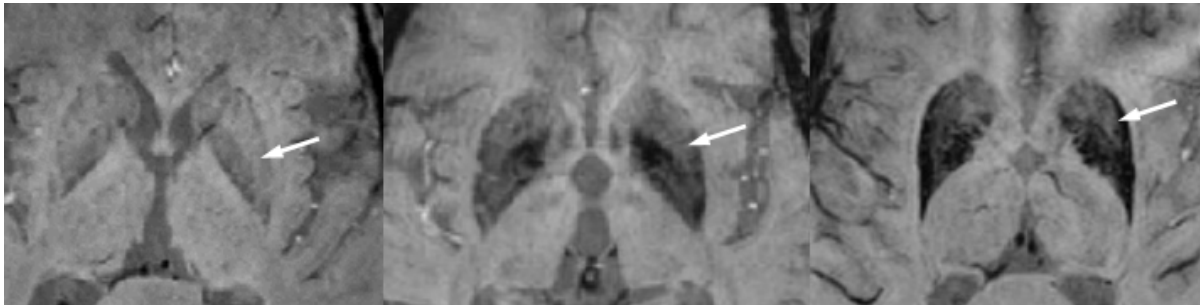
Séquence R2* acquise sur une IRM 7T : étendue et importance de l'hyposignal du putamen postérieur corrélée à la surcharge en fer dans la MPI, la PSP et l'AMSp (de gauche à droite)(107).
